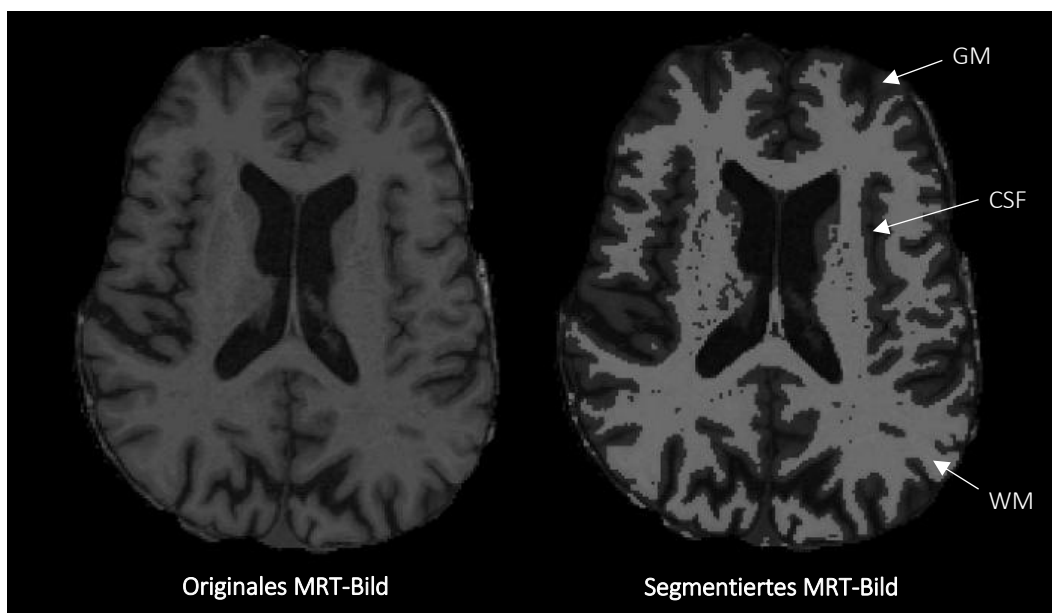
Beispiel einer MRT-Segmentierung in die drei Gewebe weiße Substanz (white matter, WM), graue Substanz (grey matter, GM) und Liquor cerebrospinalis (cerebrospinal fluid, CSF). Links das originale MRT-Bild, rechts das segmentierte MRT-Bild. Quelle: Eigene Daten.
